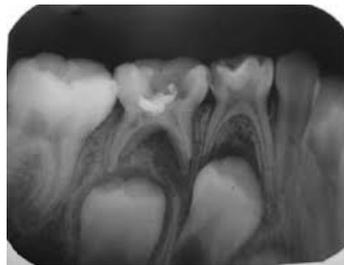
Radiografía periapical de molares 8.4, 8.5 y 4.6.²⁷
